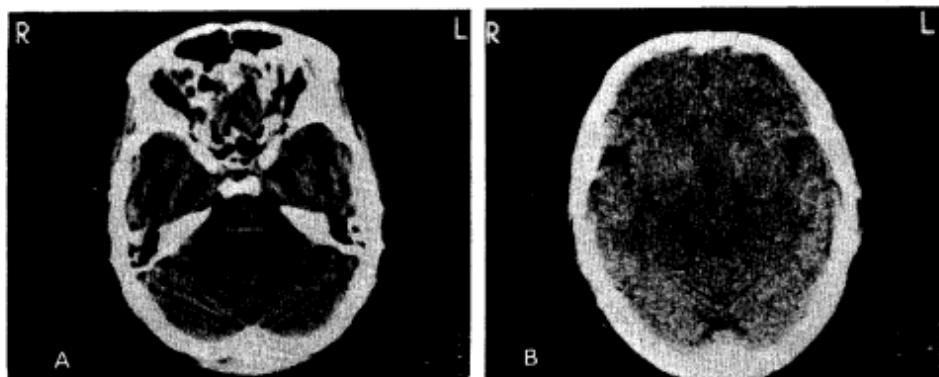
Brain CT scan of patient.
